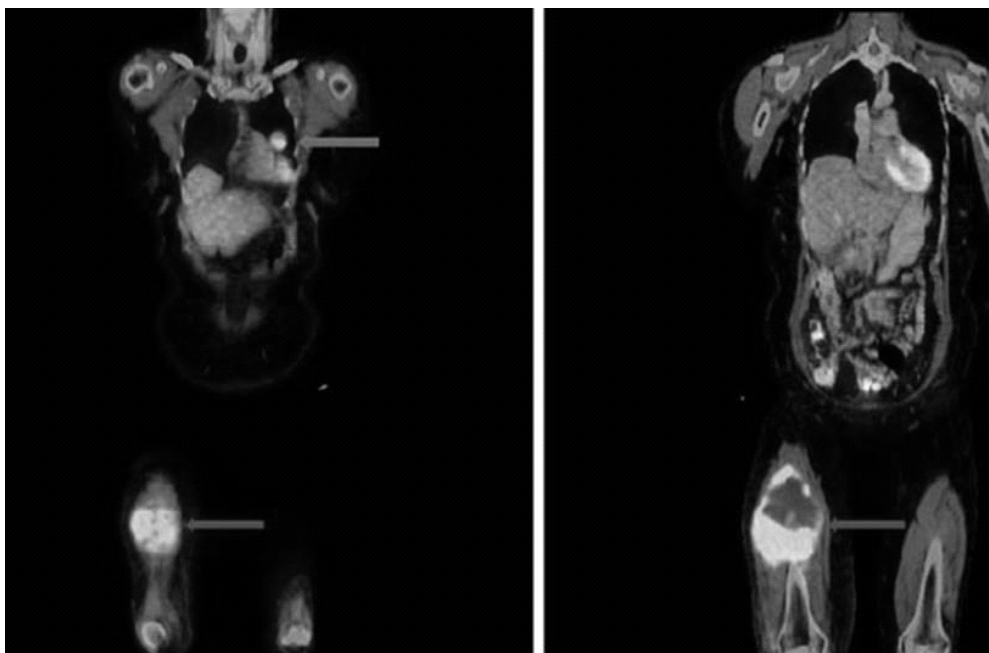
Фрагменты ФДГ-ПЭТ-КТ больной лейомиосаркомой мягких тканей правого бедра. Выраженная гиперфиксация РФП в первичной опухоли и метастаз в левом легком - указаны стрелками (из статьи Fuglsh H.M.et.al. 2012 [17]).
